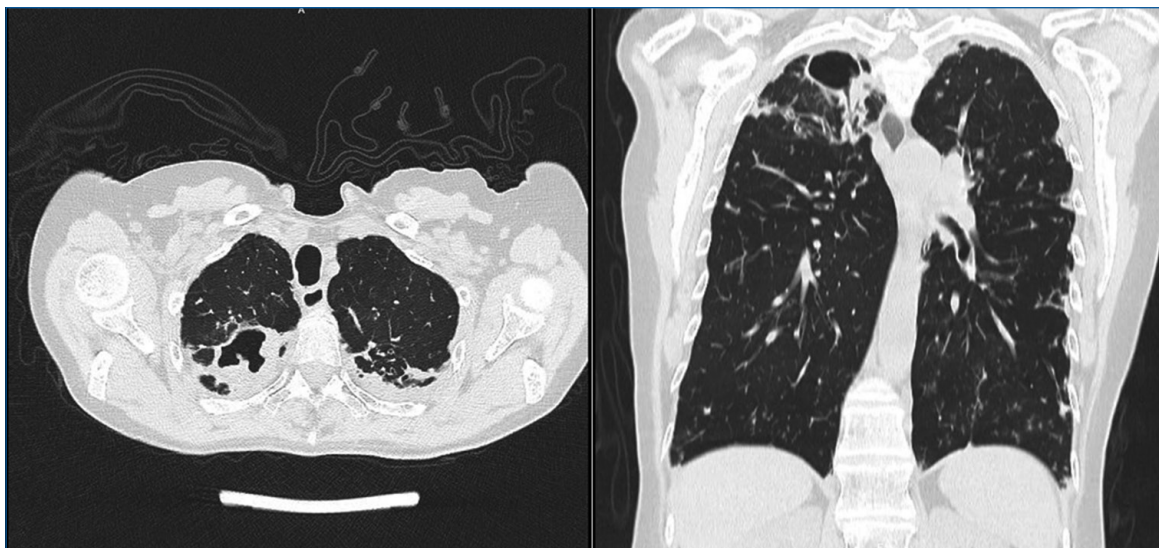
TC de tórax con contraste muestra lesión cavitada en segmento apical de lóbulo superior derecho con paredes engrosadas y presencia de masa al interior de esta, asociado a múltiples bronquiectasias en mismo segmento.
